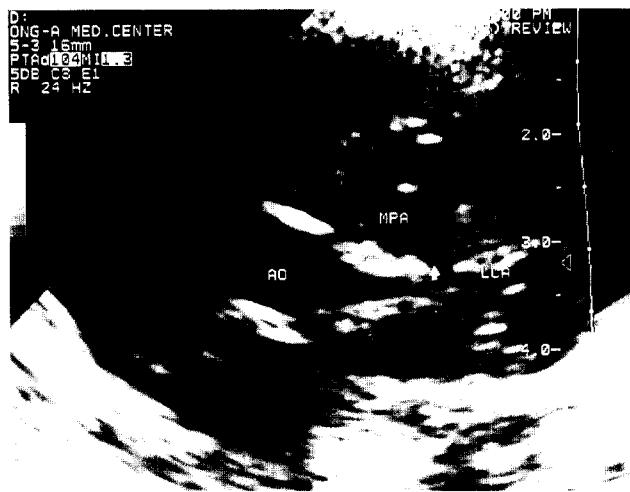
Preoperative echocardiogram parasternal short axis view which shows left coronary artery from main pulmonary artery.
